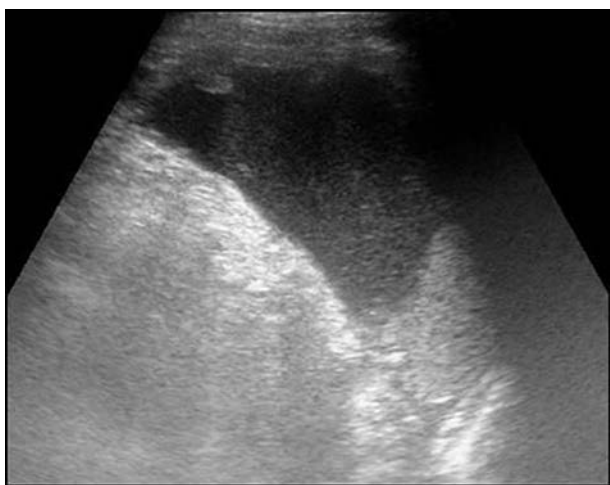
а – ультрасонограмма гематомы селезёнки; б – КТ-грамма гематомы селезёнки с внутривенным контрастированием; в – посттравматическая аневризма селезёночной артерии на операции.
